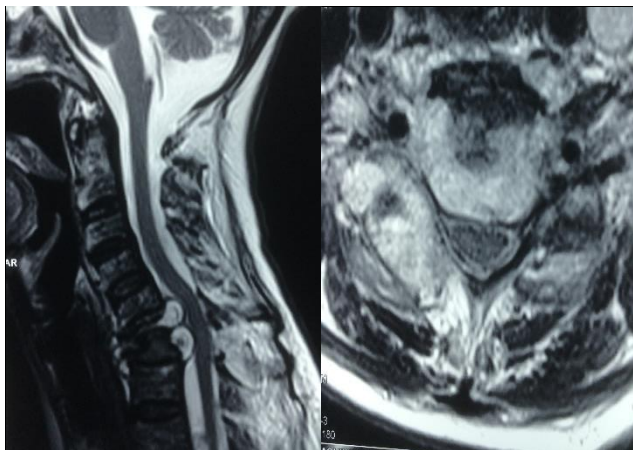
CORTES SAGITAL Y AXIAL DE RMN SE EVIDENCIA SIGNOS DE COMPRESION MEDULAR
